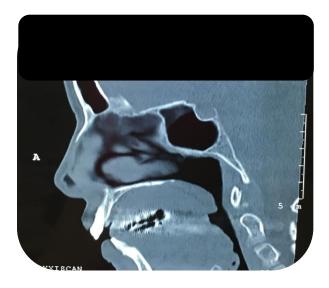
Corte sagital de tomografía simple de macizo facial. Valoración de distancia anteroposterior de orofaringe.
